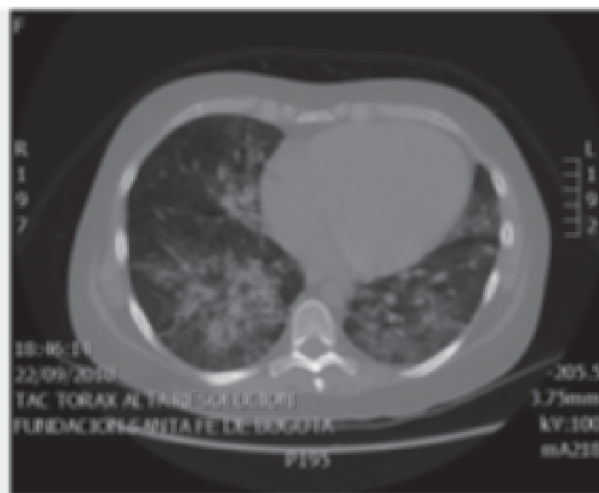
Radiografía y tomografía de tórax del año 2010: cardiomegalia global con infiltrados alveolares en los cuatro cuadrantes, compatibles con hemorragia alveolar.
